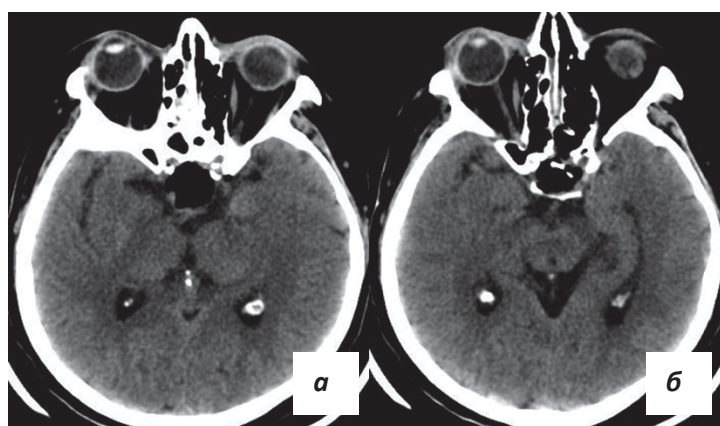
КТ после операции (а, б – аксиальные проекции). На снимках указано ложе удаленной опухоли без признаков кровоизлияния
